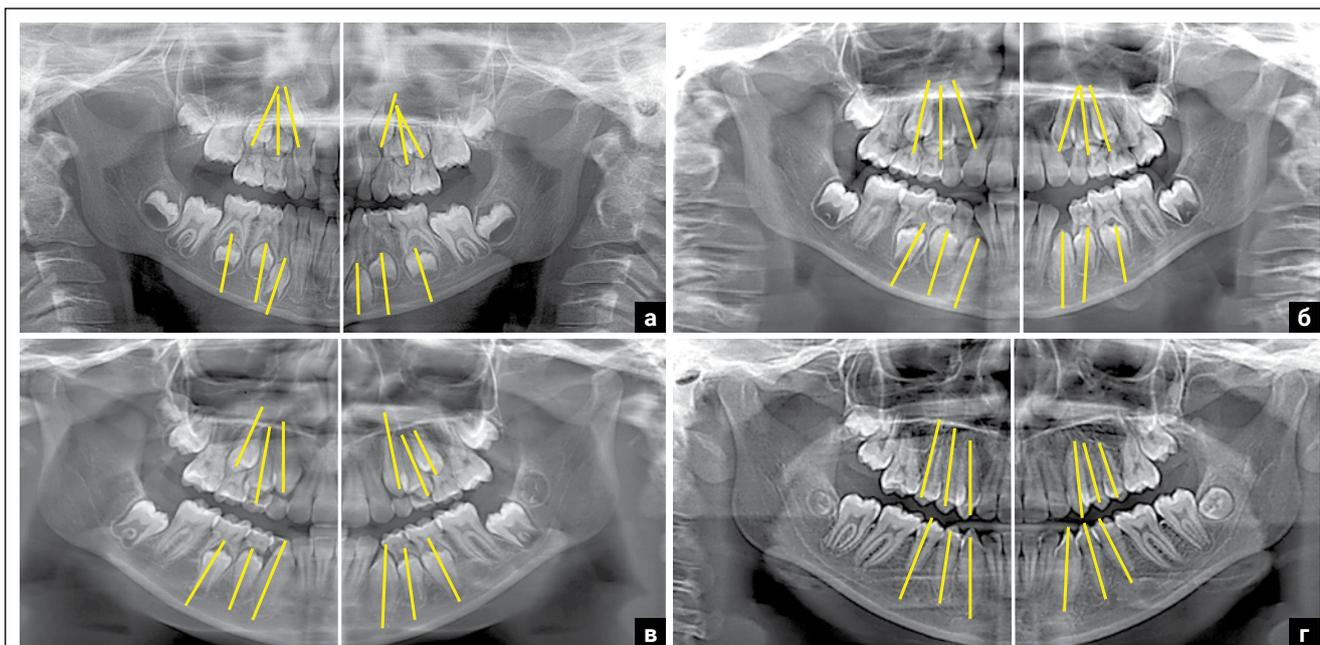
Тип и степень резорбции корней временных моляров, направление прорезывания и наклон постоянных зубов на ортопантомограммах пациентки Б.Н. в возрасте: а – 8 лет, б – 11 лет, в – 12 лет, г – 15 лет
